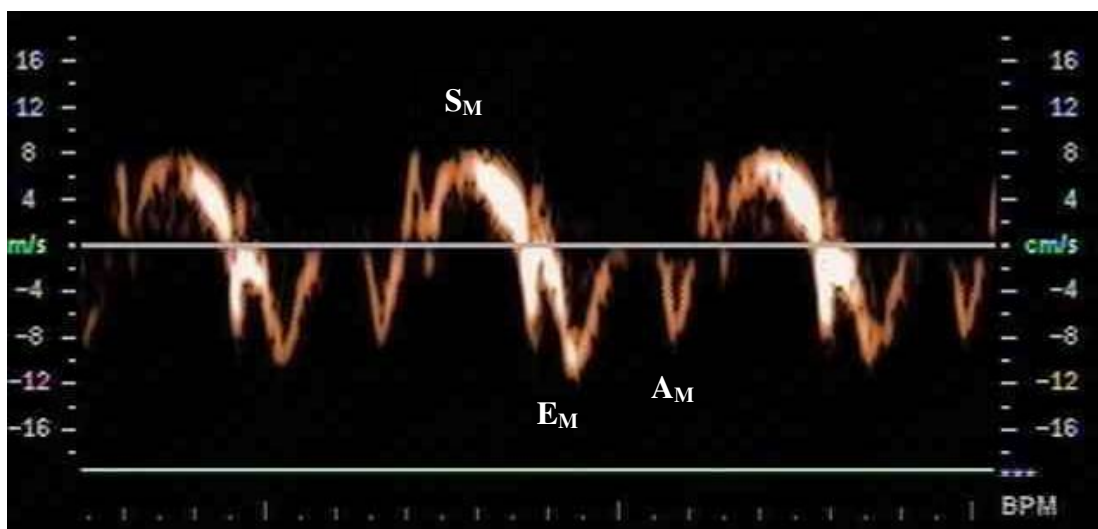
Traçado do Doppler Tecidual mostrando as inscrições sistólica S_M , diastólica inicial E_M e diastólica final A_M .
